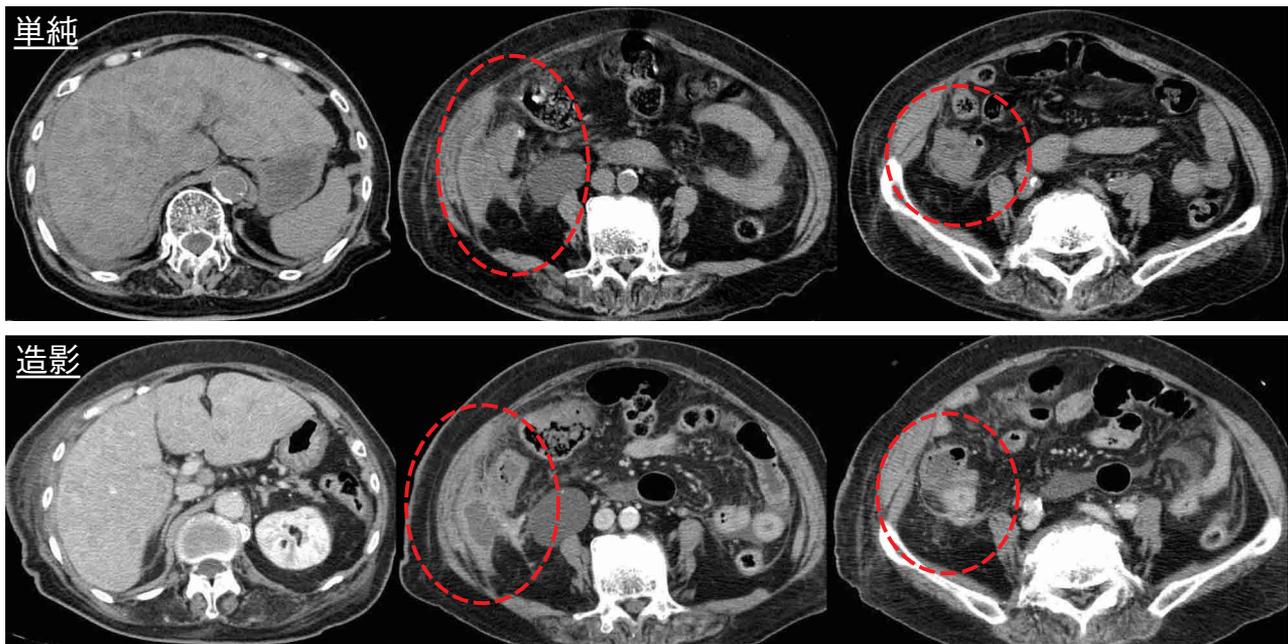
画像所見 (来院時腹部単純CT, 第2病日造影CT)
